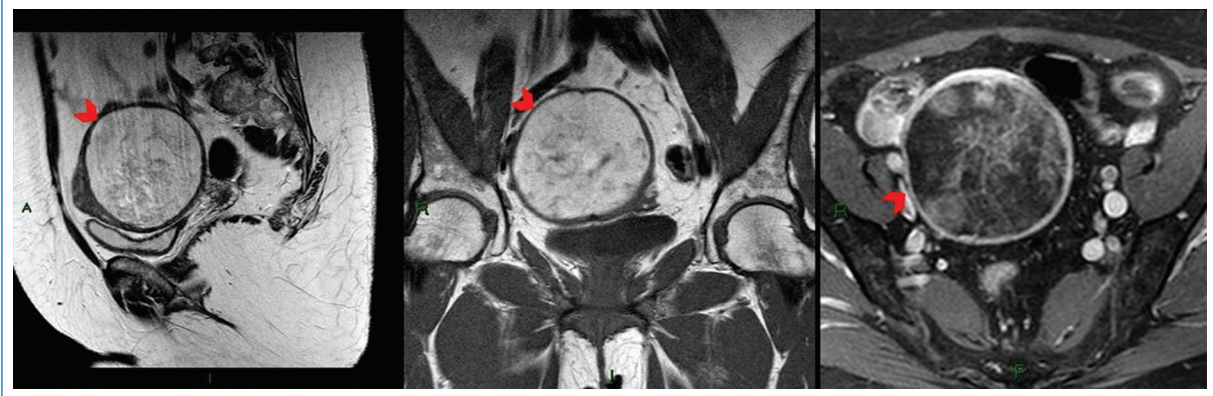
Leiomioma subseroso con degeneración mixoide en mujer de 44 años. Cortes de RM sagital y axial, muestran un leiomioma de alta señal en las imágenes ponderadas en T2, de señal hipointensa en el corte axial ponderado en T1 y escaso realce en el corte axial ponderado en T1 con saturación grasa y contraste paramagnético.
